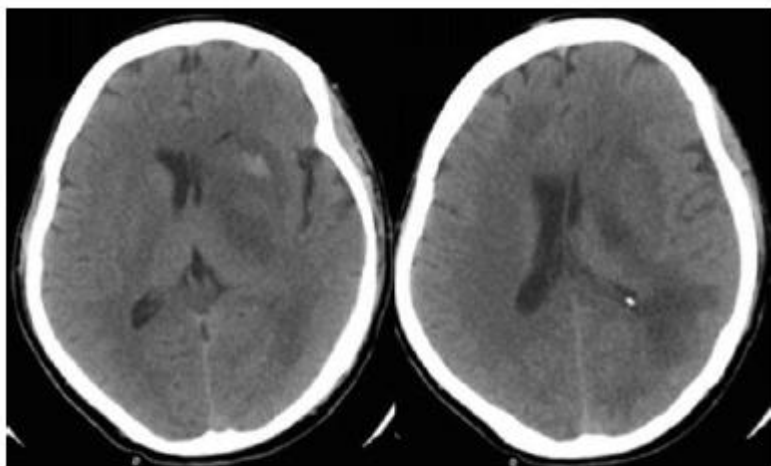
CT scan showing multiple hypodense and hyperdense areas involving frontal and parietal lobes and the basal ganglia with diffuse cerebral edema.
